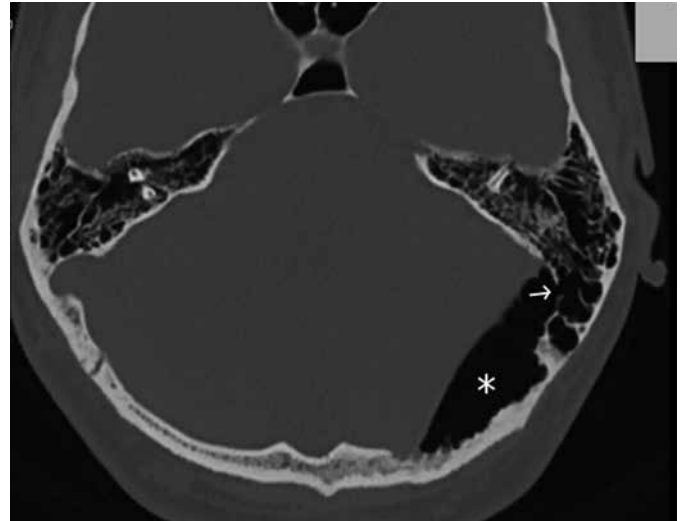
Computed tomography of the patient with an otogenous pneumocephalus before treatment (scan 1)
